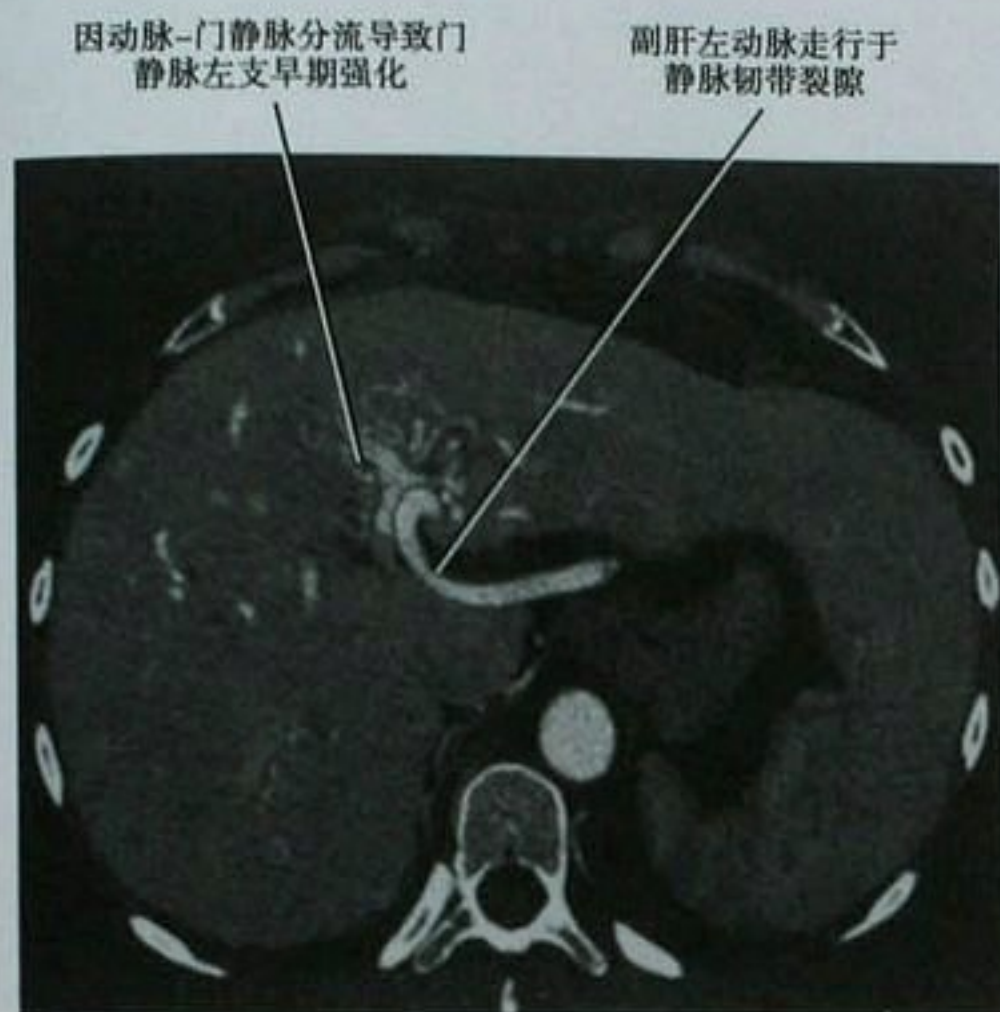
遗传性出血性毛细血管扩张症患者的肝脏增强轴位 CT 图像显示起源于胃左动脉的副或异位肝左动脉的典型部位。该动脉因肝内动静脉分流而引起扩张
